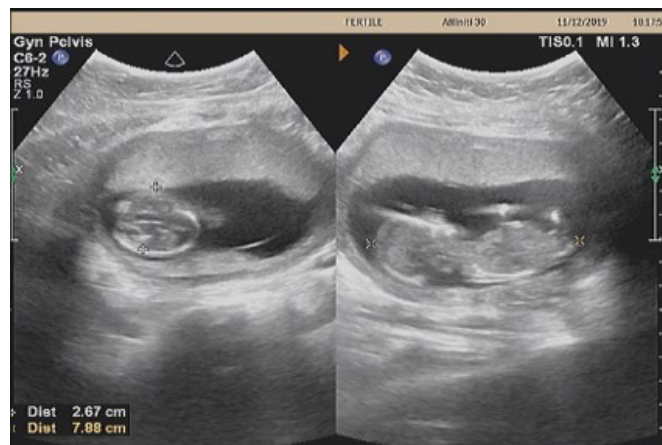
Ultrassonografia obstétrica de 12 semanas. Fonte: Fértil Diagnósticos
